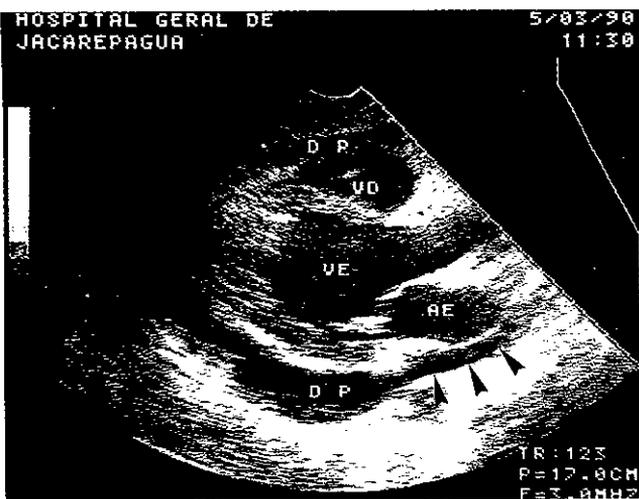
RMD (paciente 19/punção 23) ecocardiograma bidimensional (corte longitudinal) mostrando a presença de derrame pericárdico (DP) moderado estendendo-se posteriormente (setas) ao átrio esquerdo (AE).
